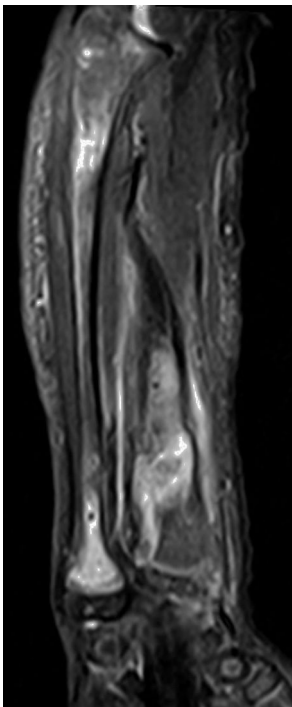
Imagen RM sagital en T2 y STIR del antebrazo, donde se observa hiperintensidad de los infiltrados condrales en la medular ósea del cubito y radio.
